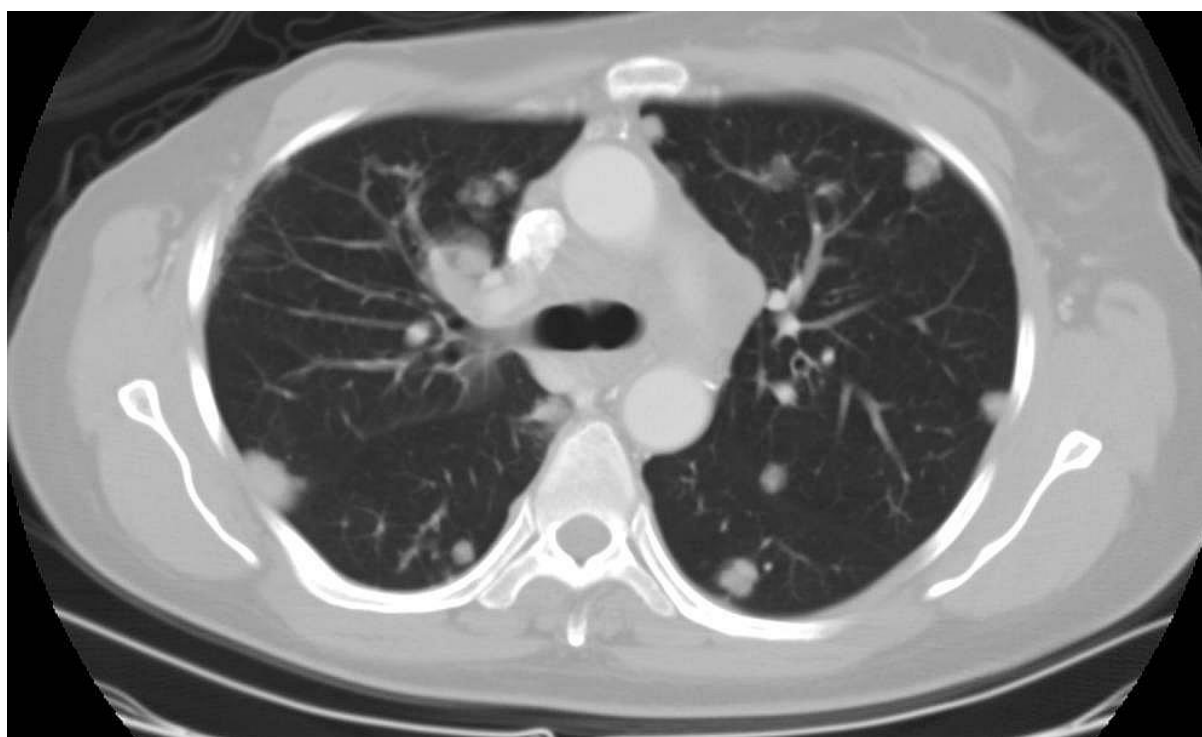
компьютерная томография органов грудной клетки. Отмечается наличие множественного двустороннего метастатического поражения легких.
